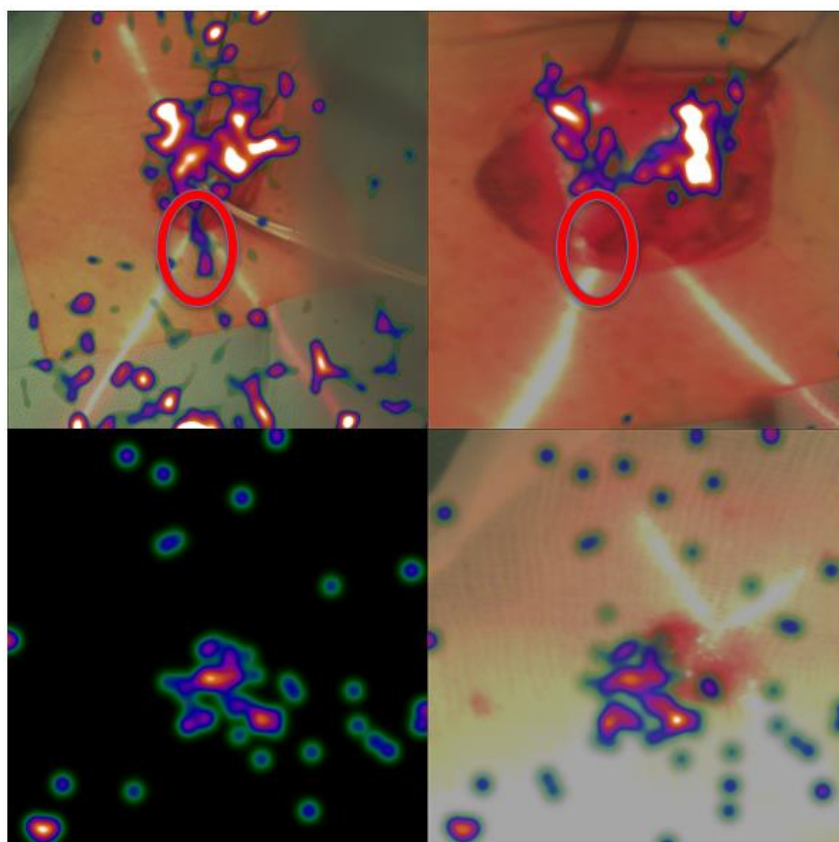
Imagen híbrida de SPECT portátil y navegación 3D en la que se evidencia lesión inferior derecha a 21 mm de profundidad.
